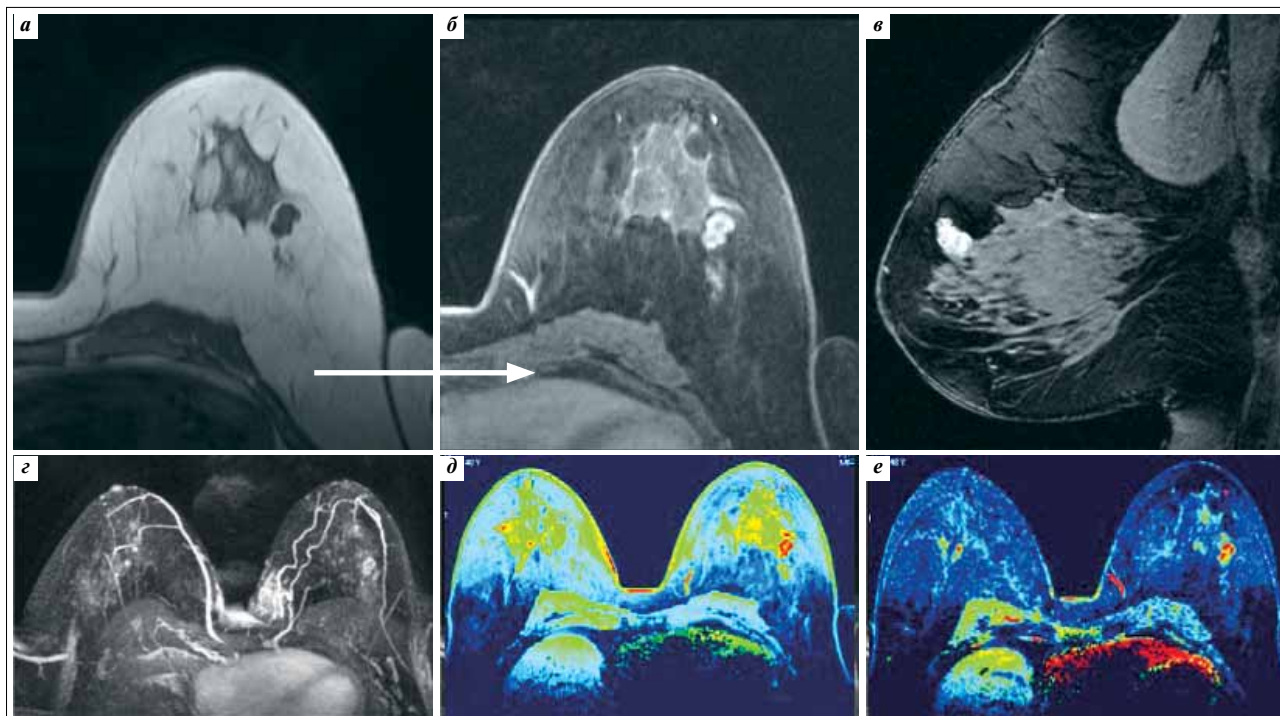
Пациентка Р., 50 лет. Смешанная ФА в левой МЖ. На МР-маммограммах определяется опухоль с четкими, ровными контурами, изо-гипоинтенсивная на T1-ВИ (а), при динамическом контрастном усилении (б, в) характеризующаяся незначительным накоплением КВ, что более отчетливо визуализируется при построении MIP-реконструкции (г) и цветowych перфузионных карт (д – MIPr, е – PEI)
